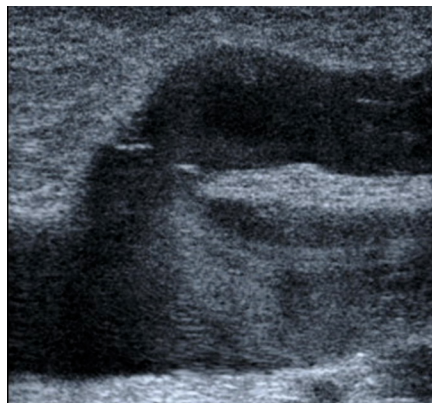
B-flow-Sonographie der Saphena-crosse. In der dilatierten Vene sind die Klappensegel distrahiert und können ihre Verschlussfunktion nicht erfüllen. Beim Valsalvamanöver besteht ein Reflux im Spalt zwischen den Klappensegeln.
